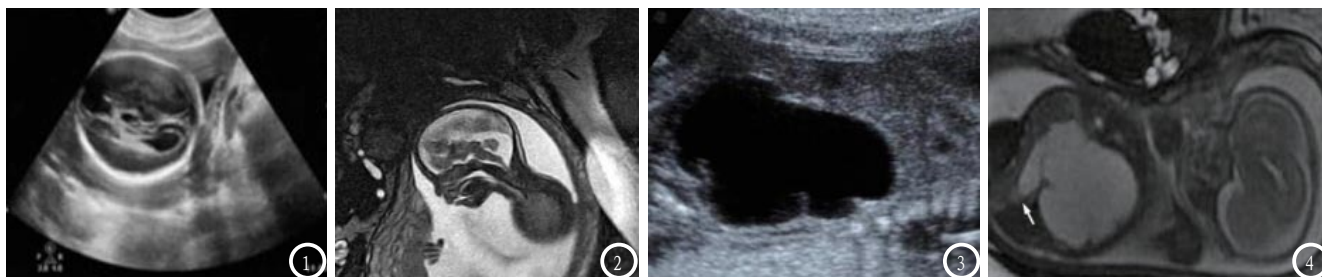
超声经侧脑室横切面图,显示侧脑室扩张,前角外展,呈泪滴状。图2 MRI冠状位扫面显示,侧脑室前角张开呈牛角征。图3 超声显示左肾重度积水。图4 MRI显示左肾重度积水,左侧输尿管下段梗阻(箭头示)。
